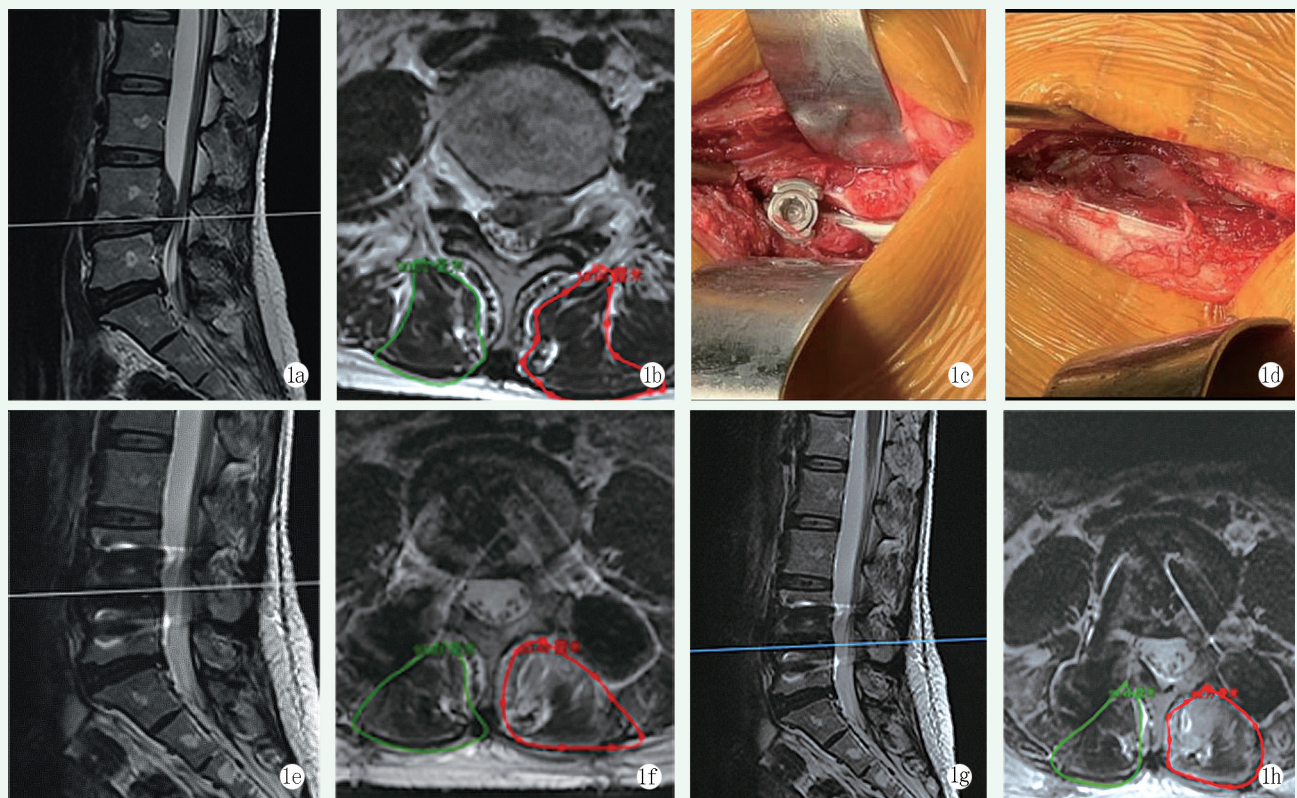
患者，女，52 岁，因腰痛 5 年，行走困难 1 个月入院 1a: 术前腰椎矢状位 MRI 示 L_{4/5} 椎管内突出椎间盘向上游离伴椎管狭窄 1b: 术前 L_{4/5} 节段横断面 MRI 示左侧椎间盘巨大突出，椎管神经根管狭窄 1c: 术中所见，置钉时多裂肌的保护 1d: 术中所见，手术结束时多裂肌保存完好，术中出血少 1e: 术后 6 个月腰椎矢状位 MRI 示椎管通畅，椎间隙高度较术前增高 1f: 术后 6 个月腰椎横断面 MRI 示多裂肌基本保存完好 1g: 术后 12 个月矢状位 MRI 示椎管通畅，椎间隙高度与术后 6 个月基本相同 1h: 术后 12 个月腰椎横断面 MRI 示多裂肌面积同术后 6 个月相比基本相同
